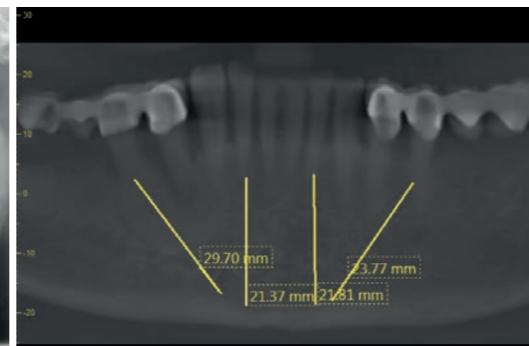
Die digitale Volumentomografie zur Evaluierung der Knochenhöhe und -dicke.
